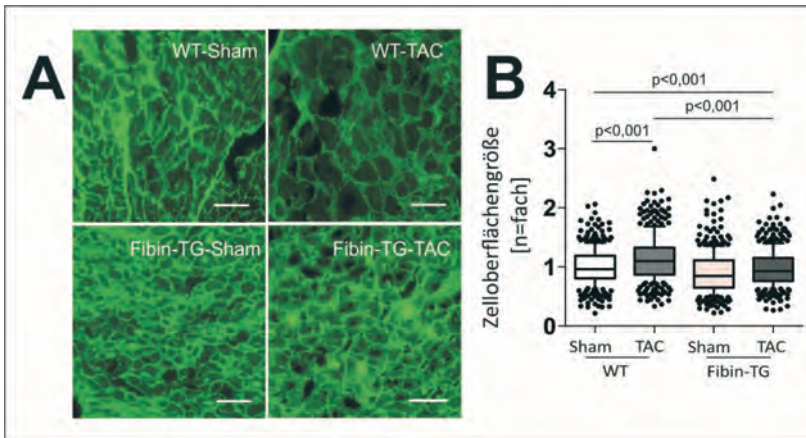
Die Zelloberfläche in TAC-operierten Fibin-TG-Mäusen ist geringer als in TAC-operierten WT-Tieren
